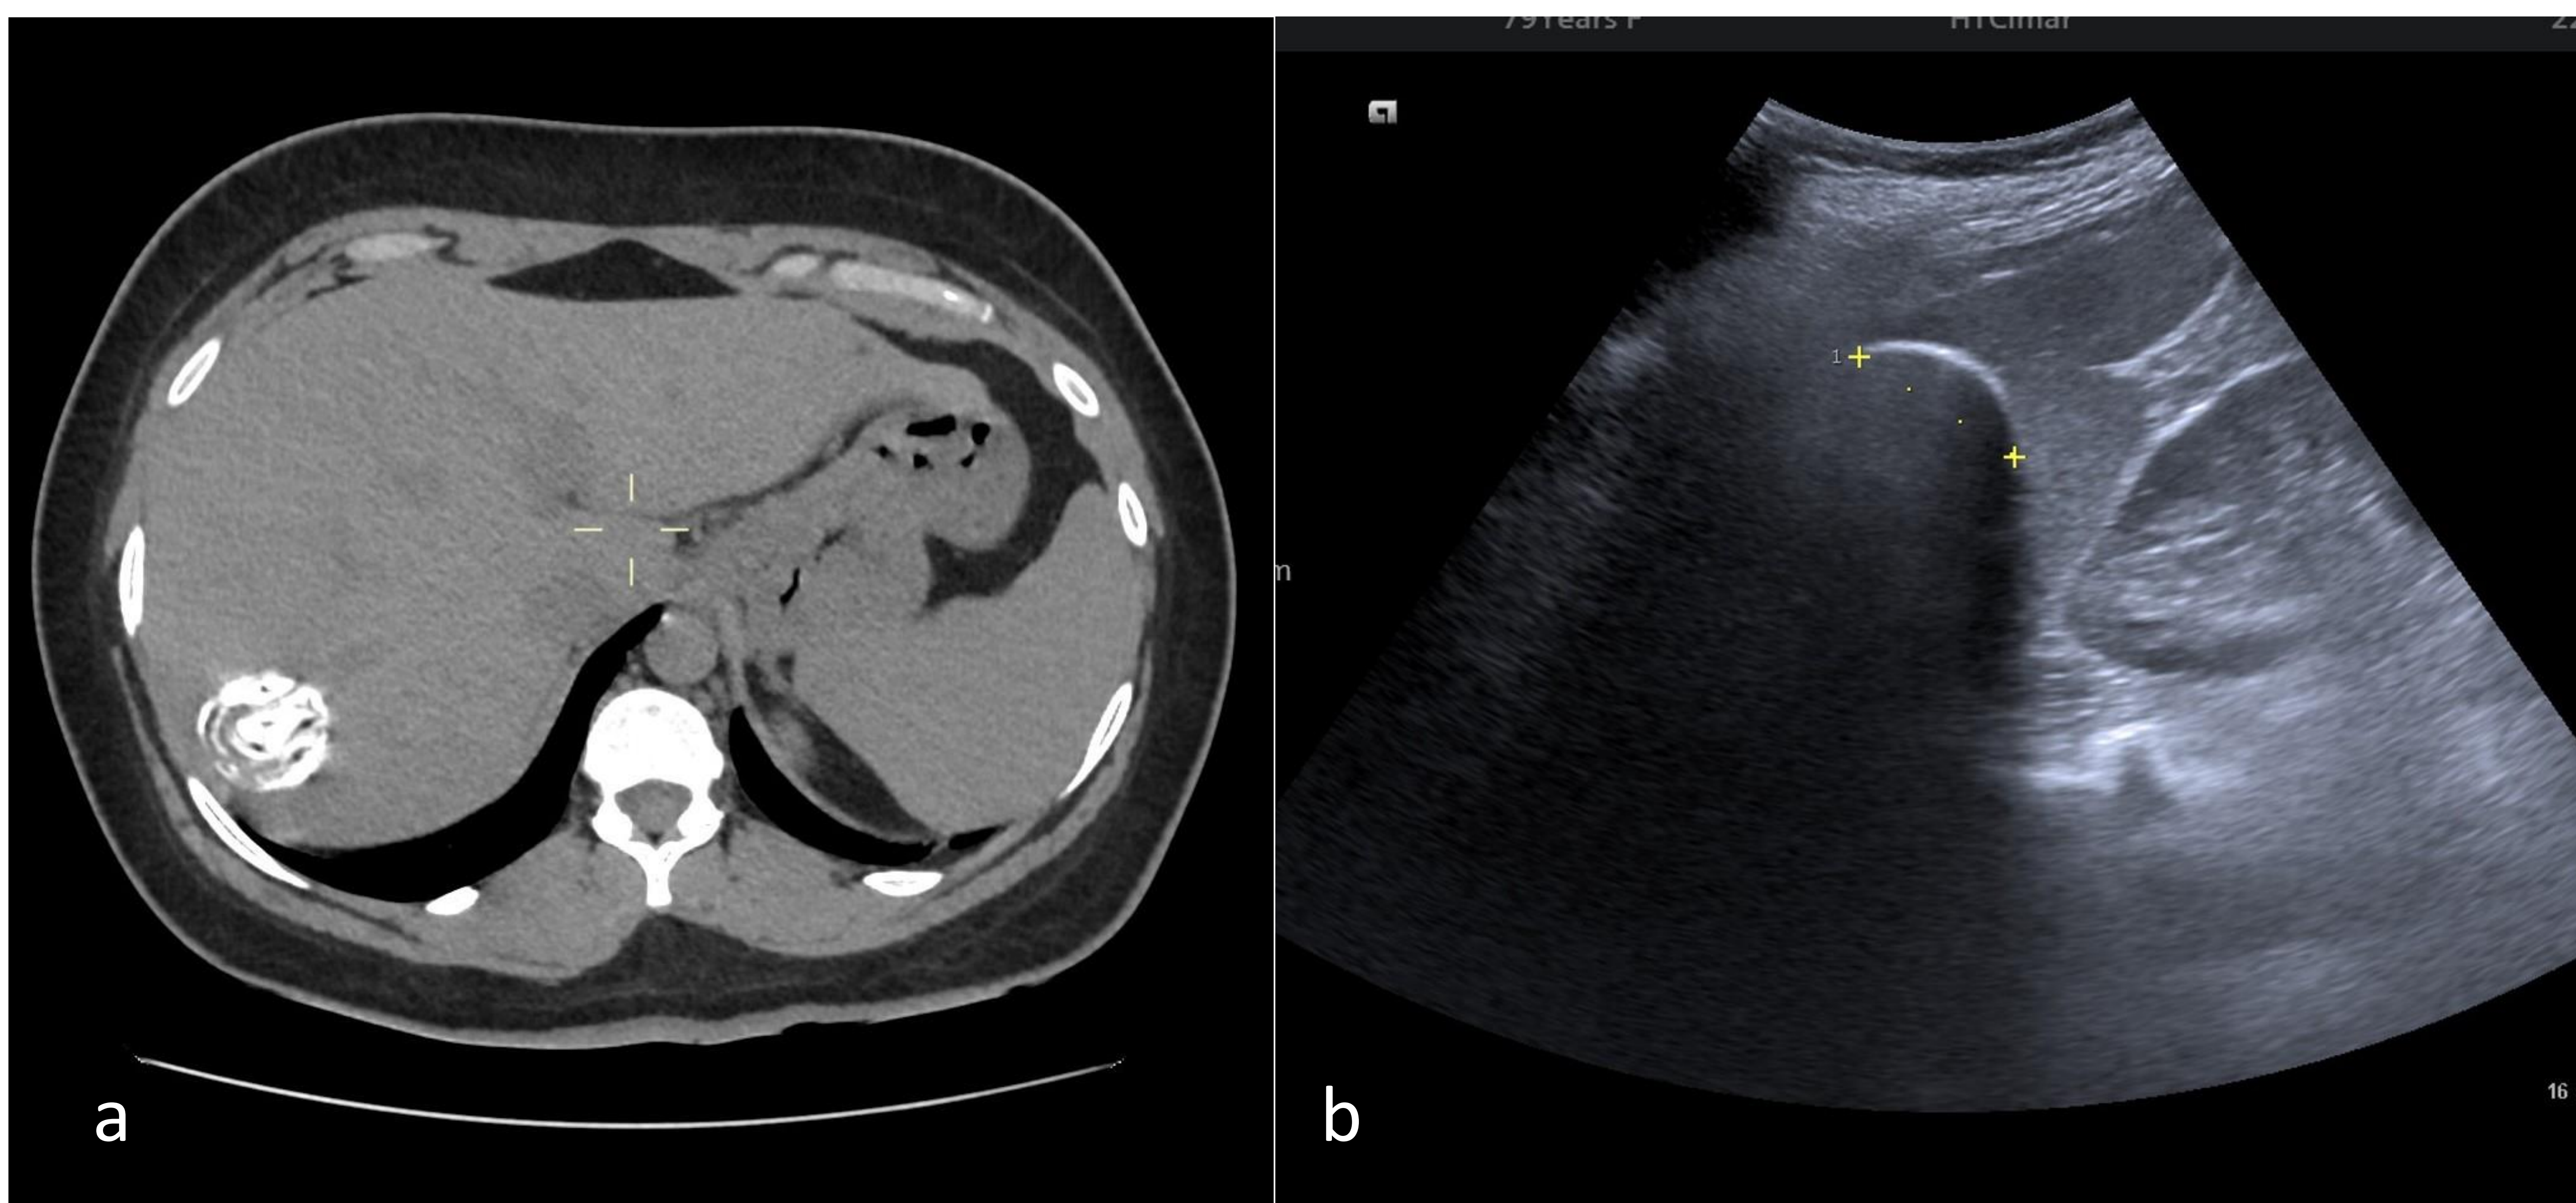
Quiste CE5. a) TC abdominal donde se evidencia lesión focal hepática calcificada. b) Ecografía de abdomen en la que se objetiva lesión esplénica con calcificación parietal y sombra acústica posterior.
